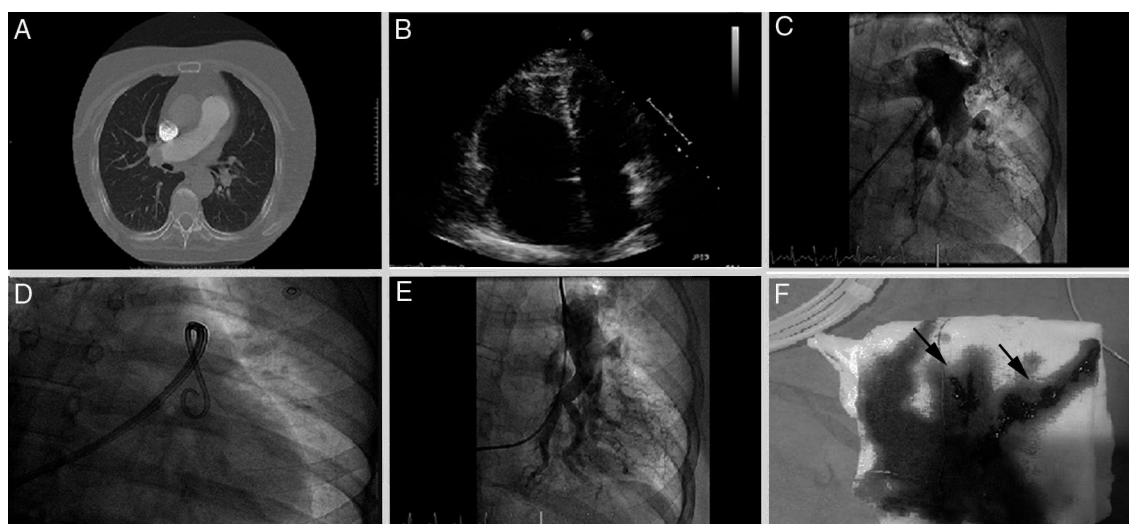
A) Angio-TC de arterias pulmonares mostrando contenido trombótico en ambas arterias pulmonares principales. B) Ecocardiograma transtorácico, plano apical 4 cámaras, dilatación severa de ventrículo derecho. C) Angiografía pulmonar izquierda basal. D) Fragmentación con catéter *pigtail*. E) Angiografía pulmonar izquierda tras trombectomía mecánica. F) Contenido trombótico aspirado (flechas).
